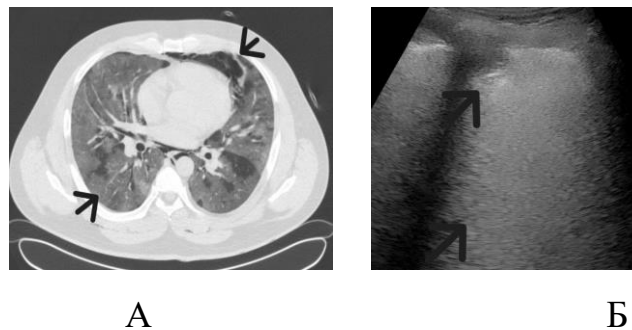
Приклад відповідності КТ- й УЗ-патернів у хворого з критичним перебігом хвороби COVID-19 на 2-му тижні хвороби:
